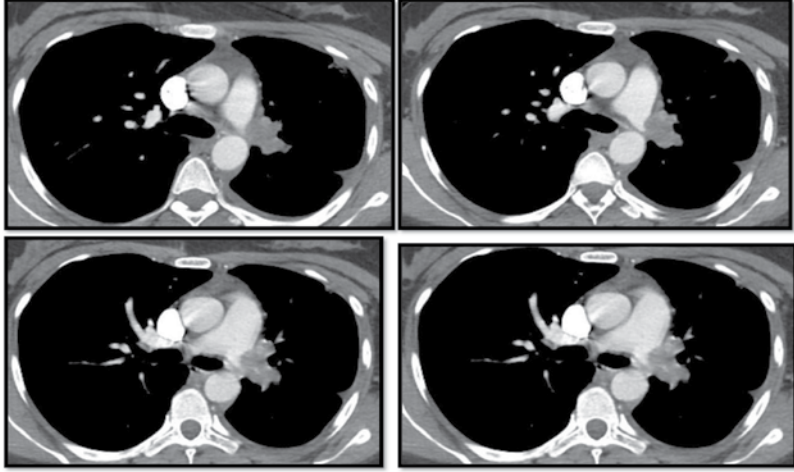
Thorax CT Angiography: mass lesion (3 cm of its widest area) that almost totally obstructs the lumen of the left pulmonary artery and follows its branches.
